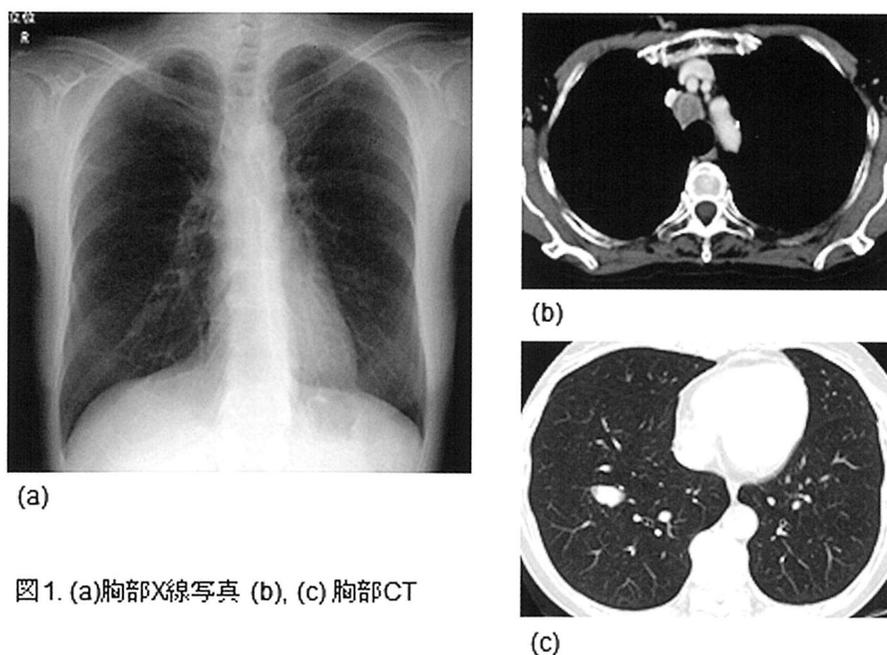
(a)胸部X線写真 (b), (c) 胸部CT
